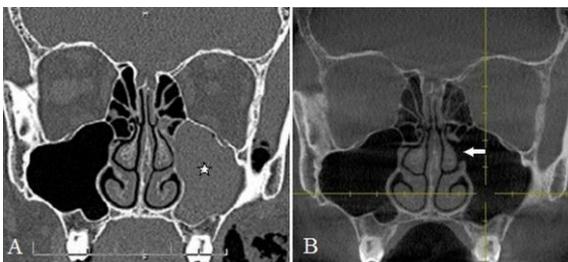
CT-images of damaged left maxillary sinus mucosa 1 day after surgery of a zygomatico-orbital-maxillary-complex (ZOMC) fracture (A) and 2 months after endoscopic management and left middle meatal antrostomy (B) (star – hemorrhage, arrow – enlarged sinus ostium)
